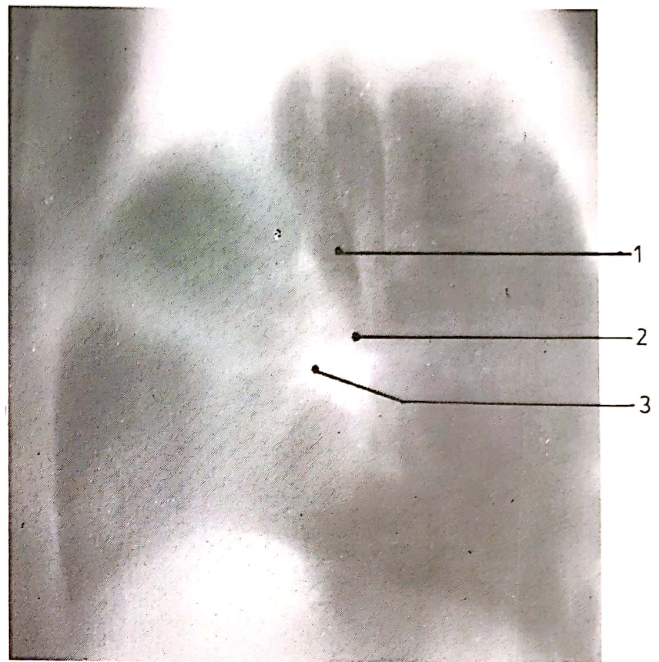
Hilul pulmonar drept (tomografie): 1. trachea; 2. br. principalis dexter; 3. a. pulmonalis dexter.
